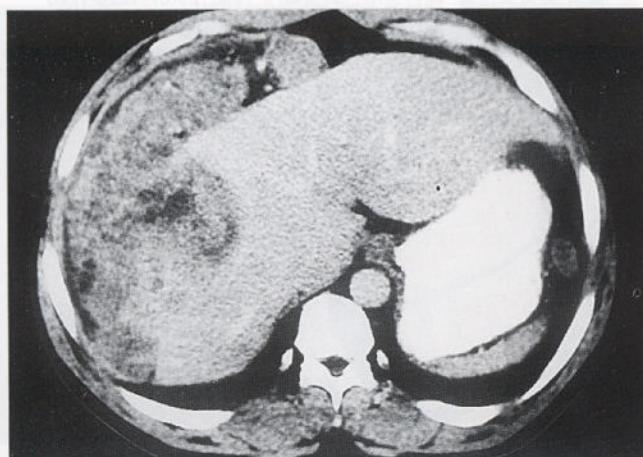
Initial CT scan shows heterogenous low density mass in right hepatic dome with extension along the greater omentum between anterior abdominal wall and shrunken liver.
